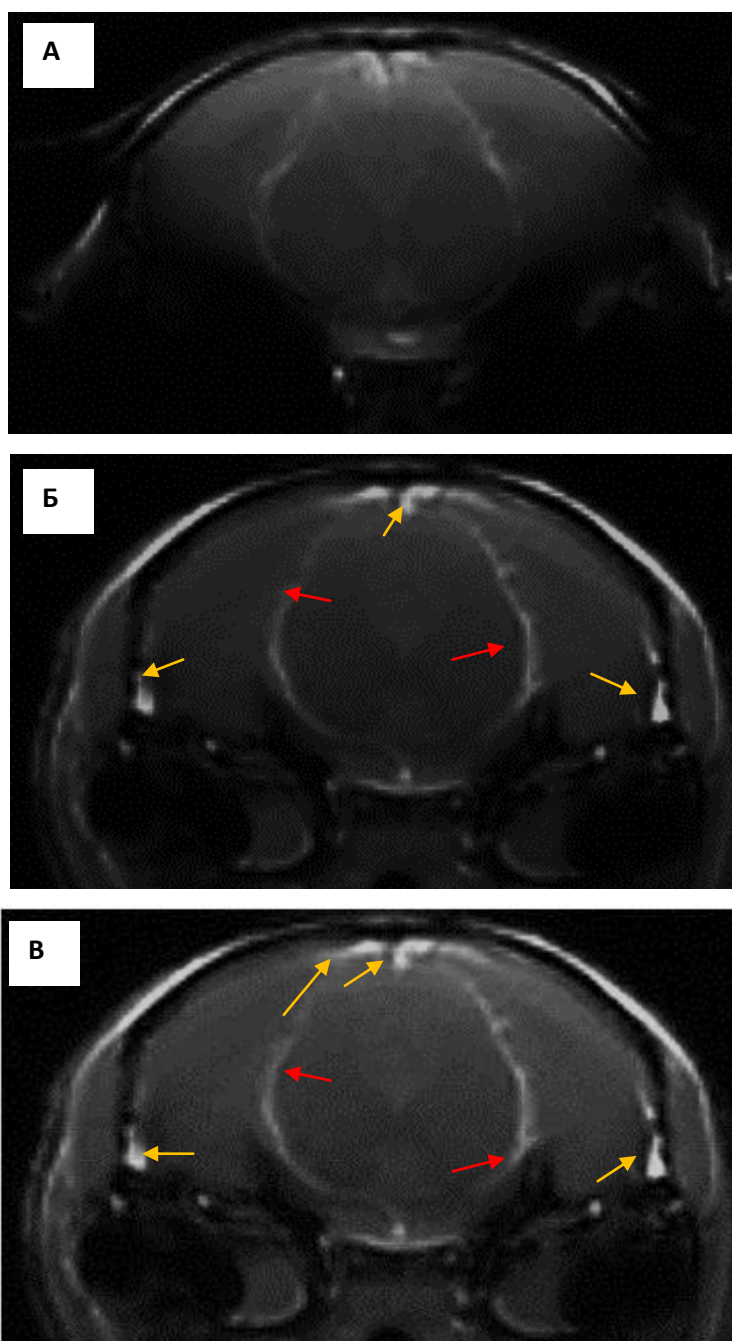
МРТ-изображение интенсивности сигнала после внутривенного введения гадолиния: А — норма с введением гадолиния до звонка (неяркое свечение, гадолиний в пределах сосудов), Б – через 4 часа после стресса (пред-геморрагический период, выраженное свечение в области сосудов, умеренная экстравазация гадолиния), В – через 24 часа после стресса (пост-геморрагический период, яркое свечение, прогрессирование выхода гадолиния из сосудов в паренхиму мозга).
